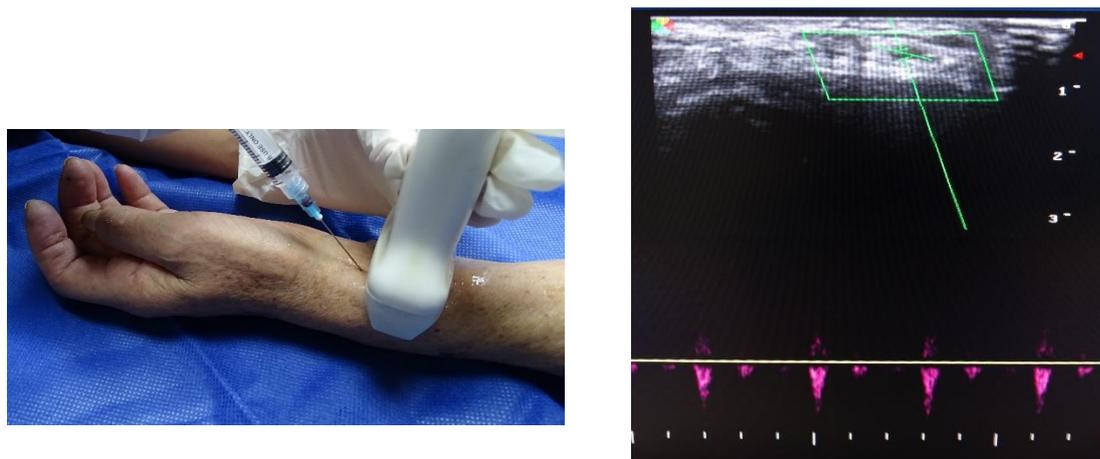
A.- Punción guiada por ultrasonido B.- Visión Power Doppler de la arteria radial
